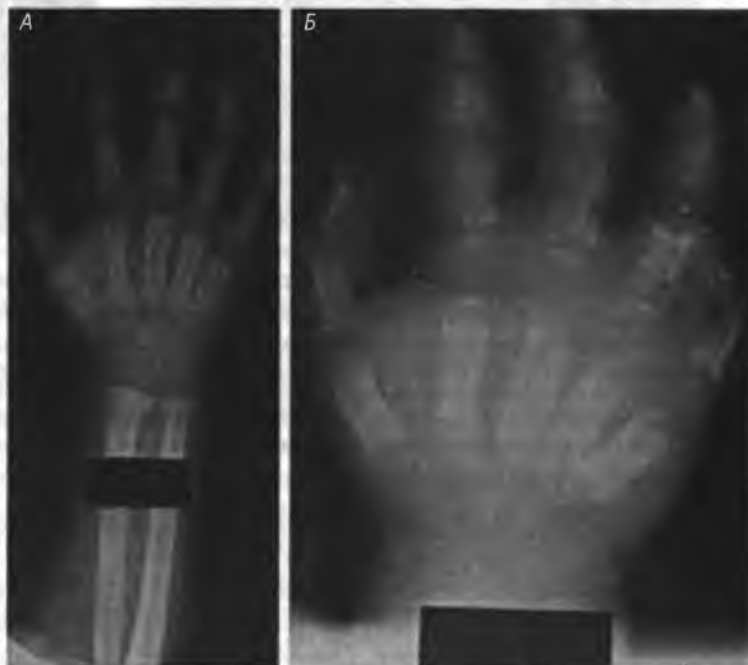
Рентгенограмма младенца с СКА и острым дактилитом:
